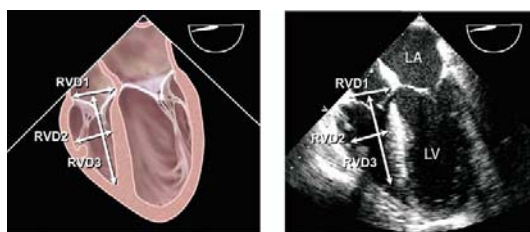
经食道超声心动图在食道中段四腔切面测量右心室 (RV) 直径。在大约0至20度, 变换角度, 选取最大的右心室, 获取最佳图像。
